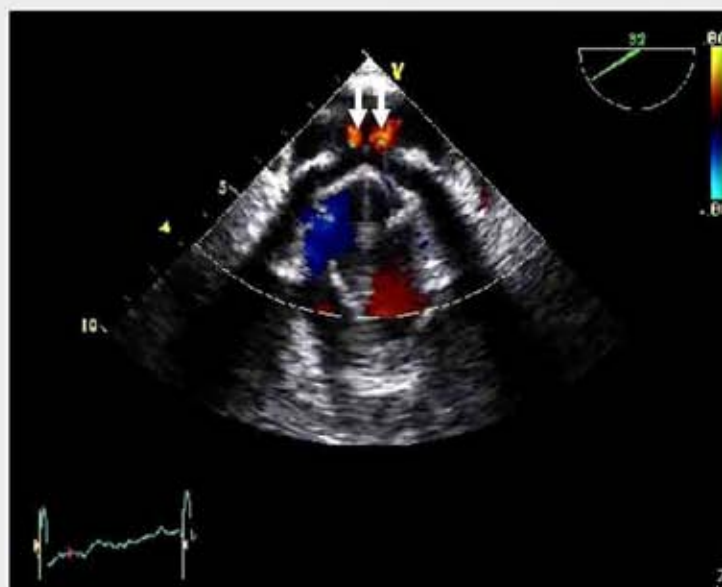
b. Ecografie transesofagiană. Se observa 2 fluxuri regurgitante normale în atriu stâng (săgeți)
